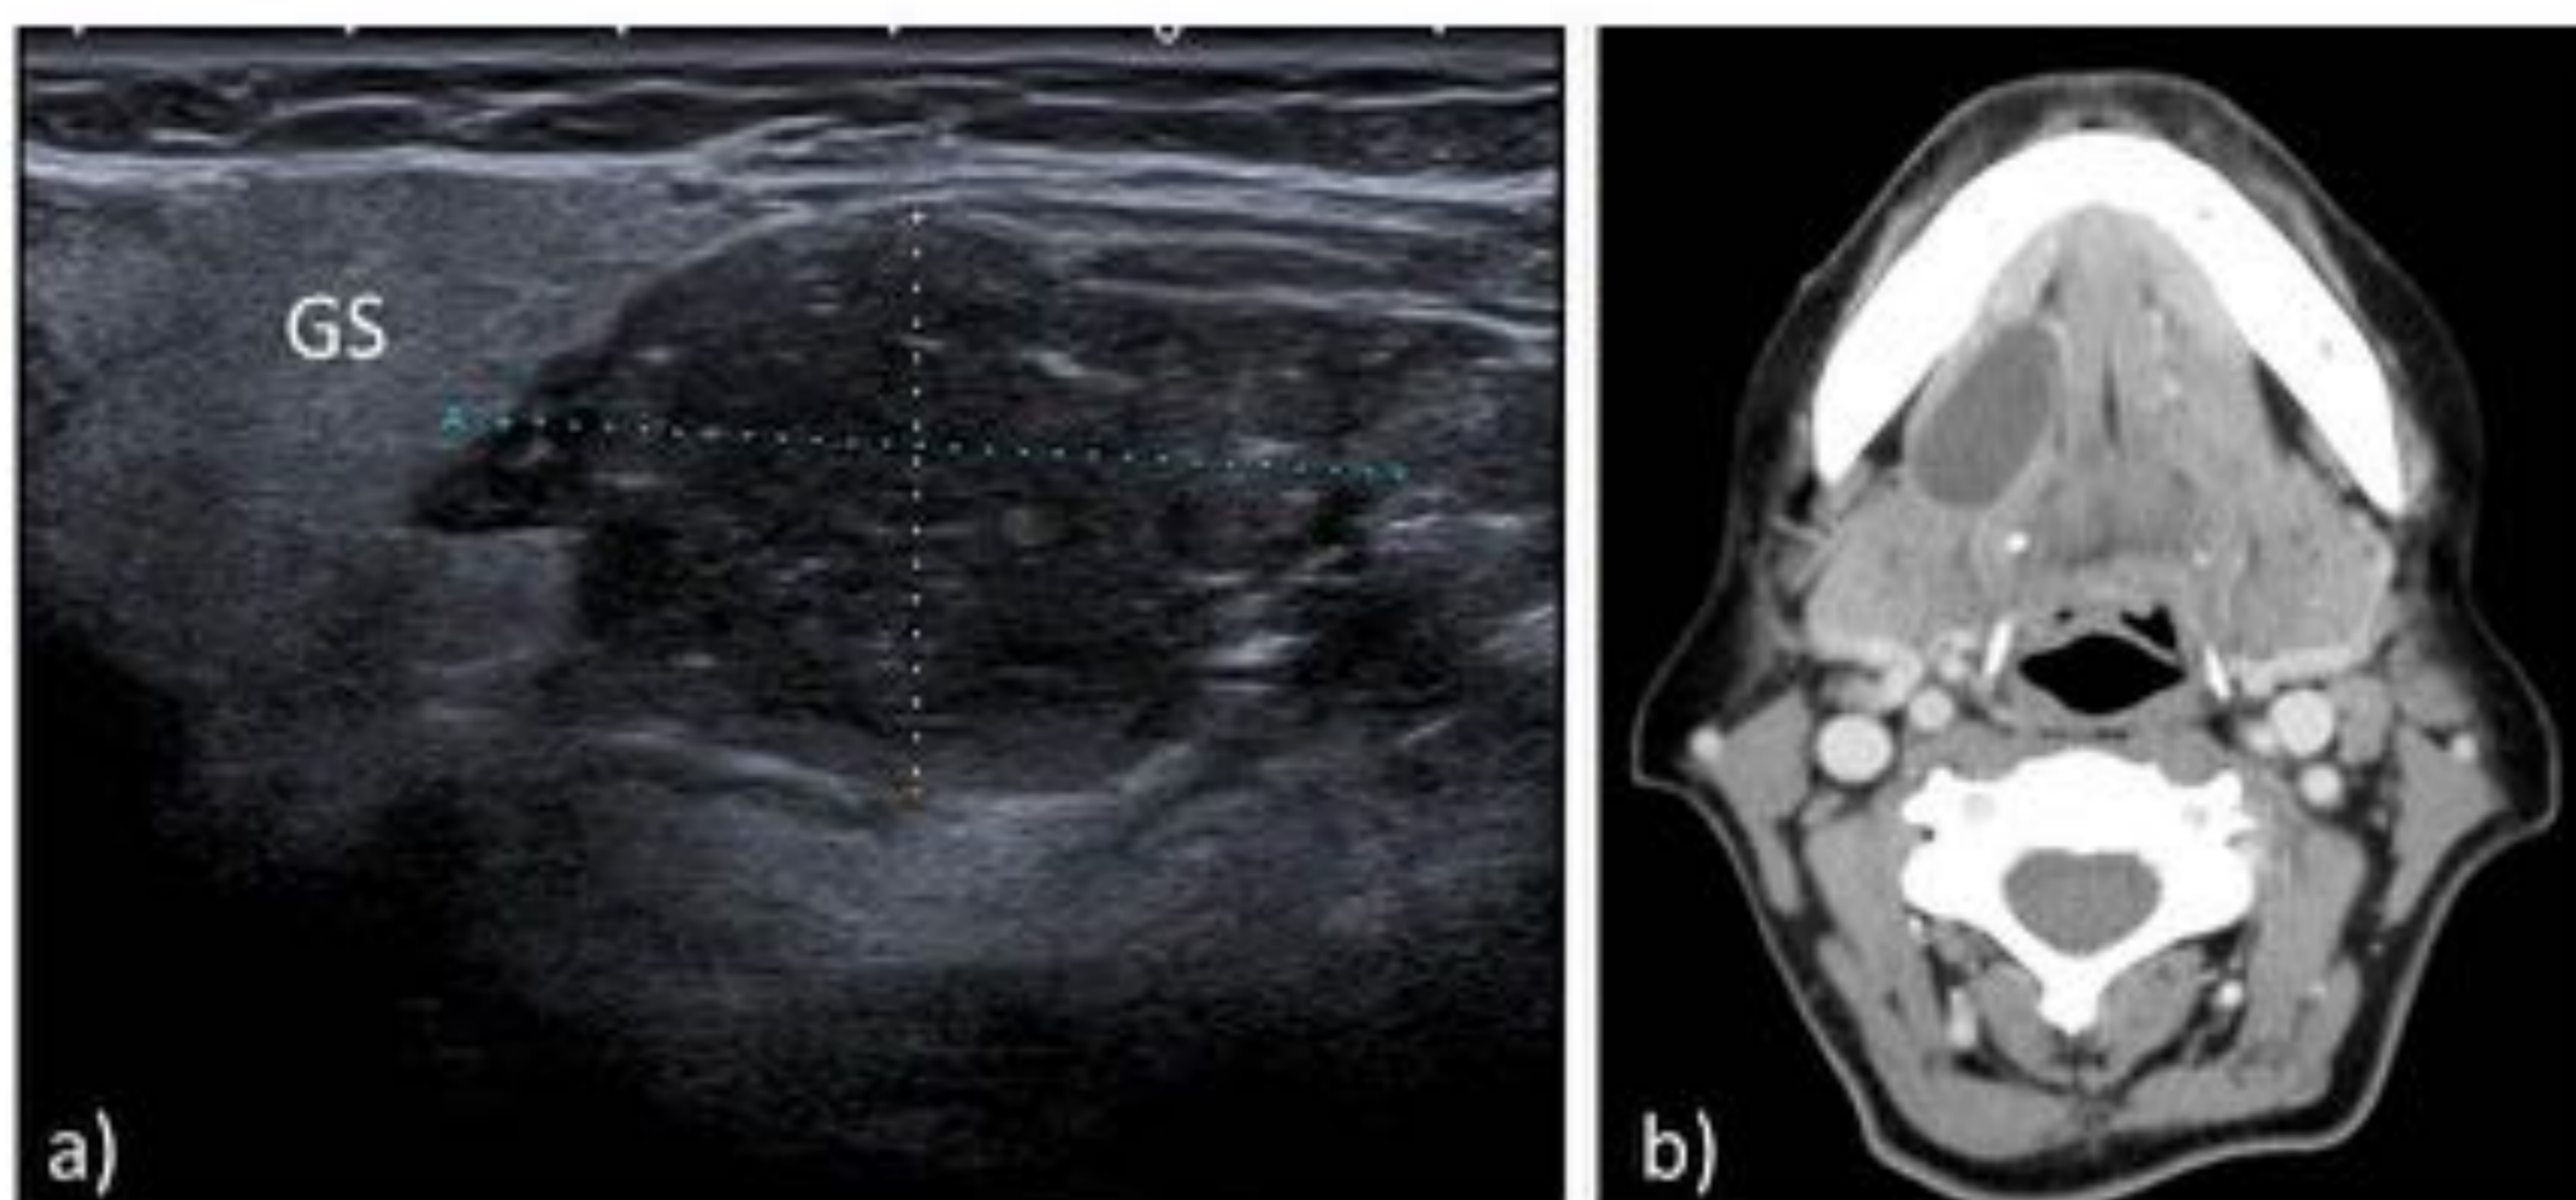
Paciente con diagnóstico AP de ránula. a) Lesión hipoecoica con ecos internos, de morfología ovoidea y contornos bien definidos localizada medial a la glándula submandibular derecha (GS). b) El TC axial de cuello muestra una estructura quística homogénea no captante, unilocular y bien delimitada, localizada en el espacio sublingual derecho.
